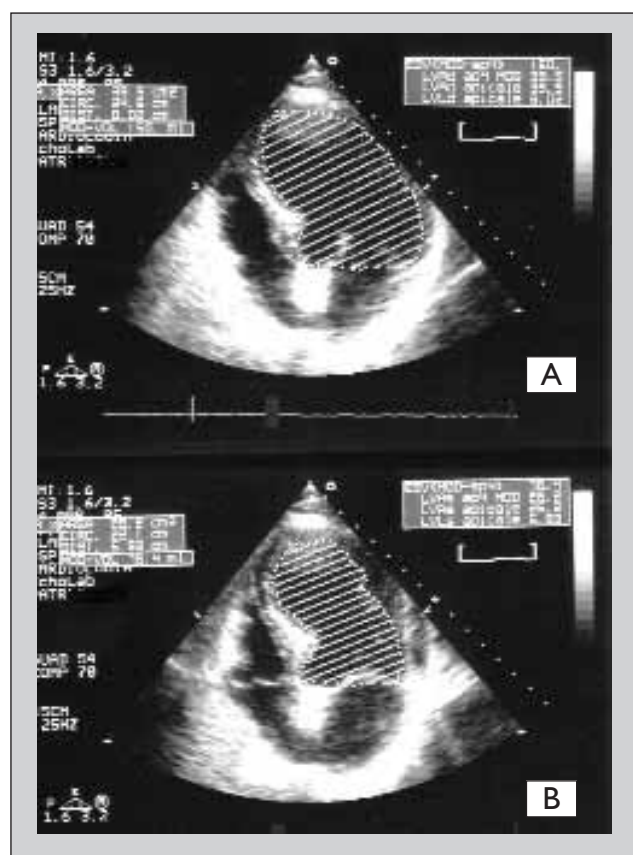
Ecocardiogramma transtoracico, 4 camere apicale; 7^a giornata. A, Diastole. B, Sistole.
